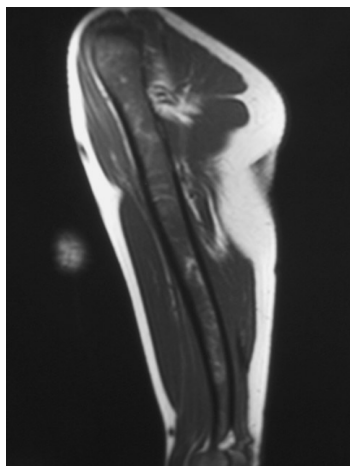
RM. SE T1 sagital de húmero. Extensa infiltración homogénea de médula ósea.
